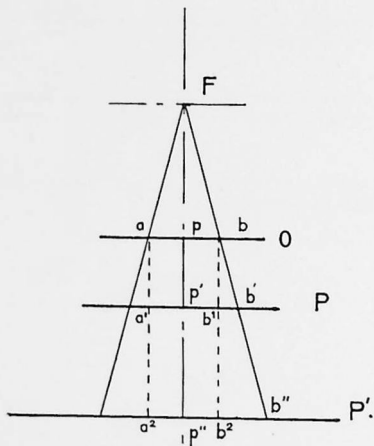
F, foyer de l'ampoule; O, plan de l'objet à radiographier; P, P', deux positions de la plaque radiographique.
